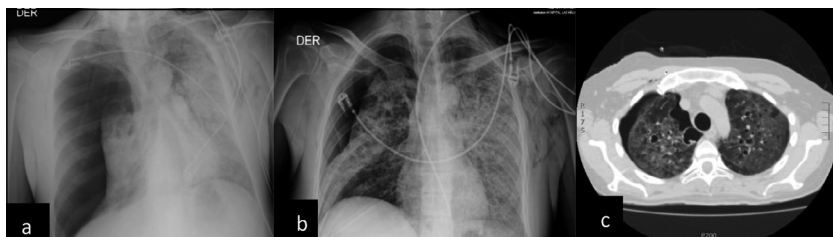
a: radiografía de tórax con neumotórax masivo derecho; b: radiografía de tórax: persistencia de neumotórax al 4º día; c: TAC de tórax al 7º día muestra quistes e infiltrado pulmonar difuso.
